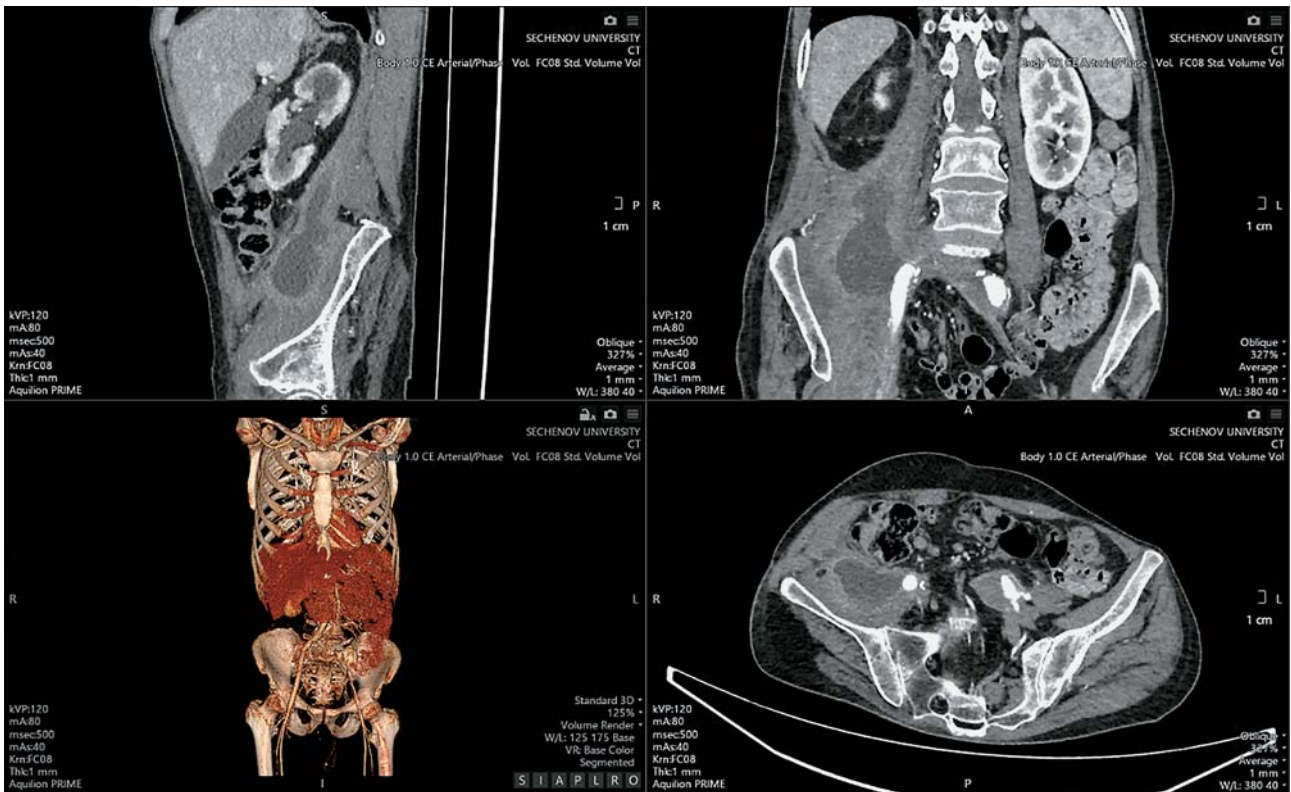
МСКТ-картина до операции.
